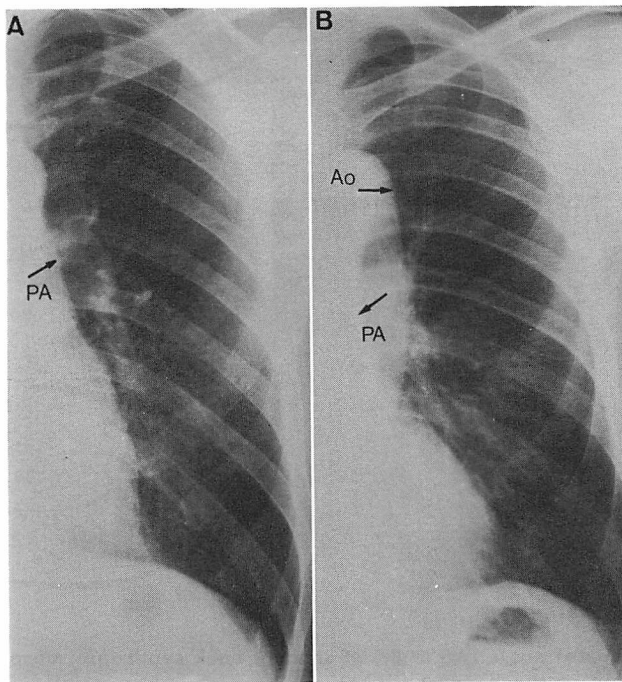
Chest radiographs of the normal and counterclockwise rotation of the heart.
